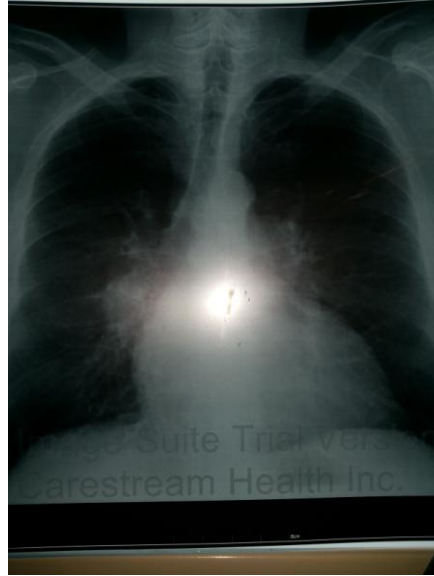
Рентгенографія ОГК хворого П. (07.10.2015)
